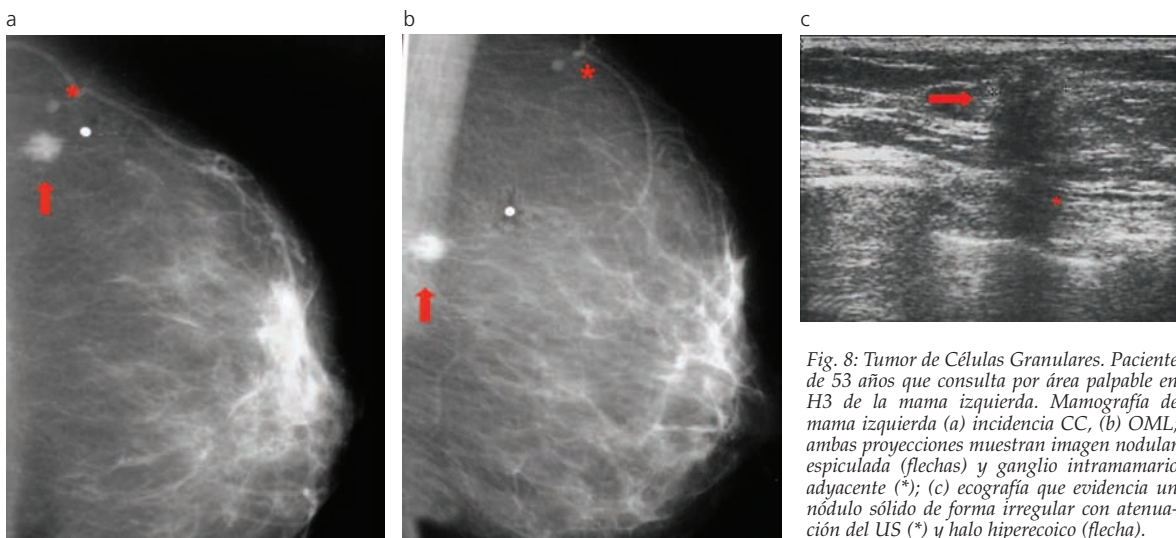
Tumor de Células Granulares. Paciente de 53 años que consulta por área palpable en H3 de la mama izquierda. Mamografía de mama izquierda (a) incidencia CC, (b) OML; ambas proyecciones muestran imagen nodular espiculada (flechas) y ganglio intramamario adyacente (*); (c) ecografía que evidencia un nódulo sólido de forma irregular con atenuación del US (*) y halo hipereicoico (flecha).
